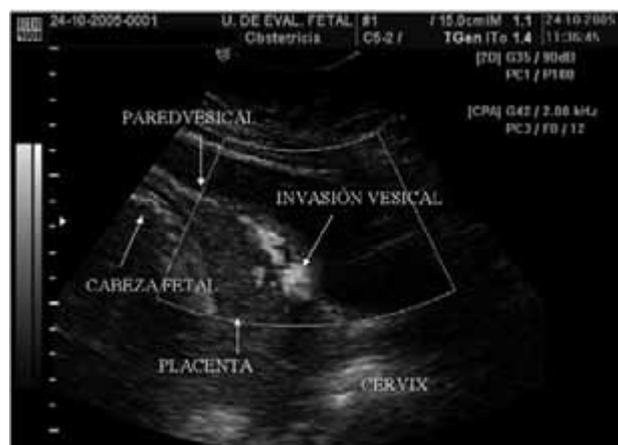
Con el uso de Doppler poder se observa la invasión placentaria sobre la pared de la vejiga.
